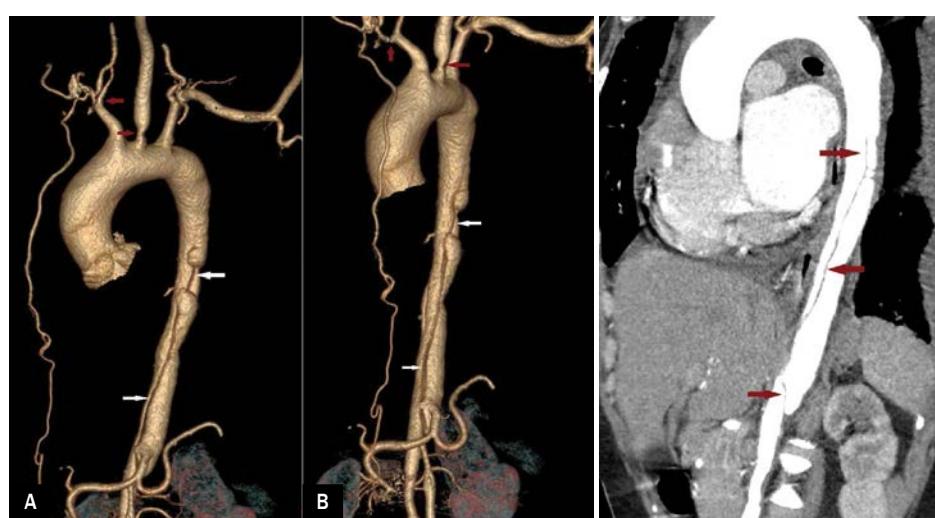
Multidetector computed tomography scan (MDCT) of aorta showing total occlusion of right brachio-cephalic trunk and critical ostial stenosis of left common carotid artery (red arrow), diffuse narrowing of thoraco-abdominal segment with severe narrowing of distal abdominal aorta involving infra-renal segment. Also seen is spiral flap (white arrow) suggesting aortic dissection (DeBakey type II)
